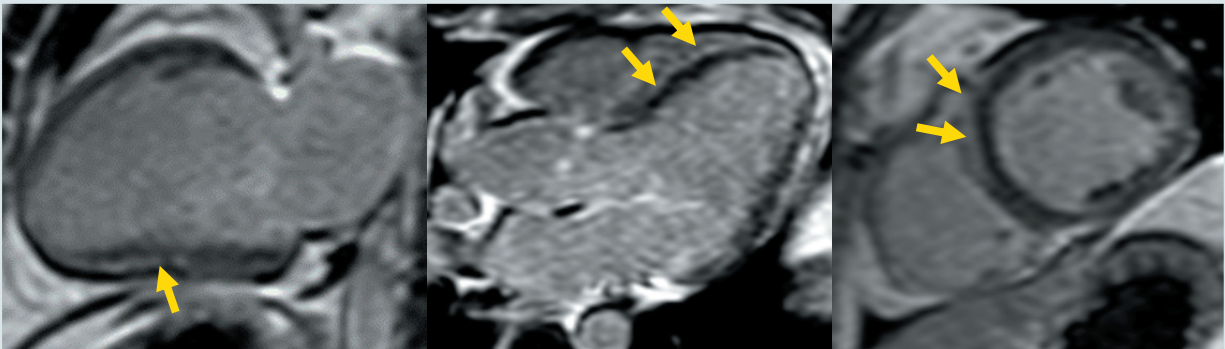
Деякі результати повторного МРТ-обстеження хворого Г. Неішемічний (післязапальний) міокардіофіброз ЛШ (більше МШП, НСЛШ – 8 сегментів), неоднорідна «плямиста» структура БСЛШ
